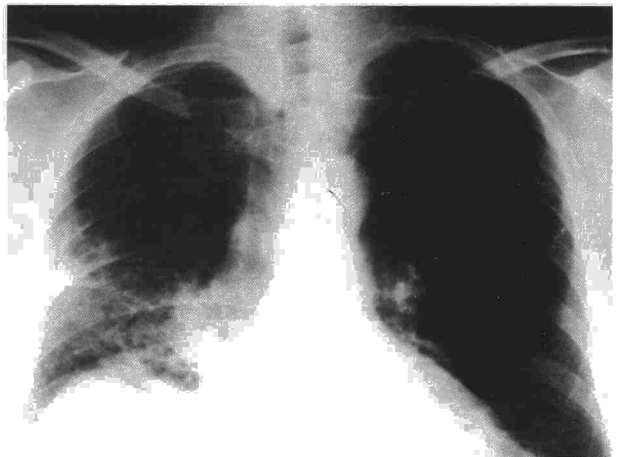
Radiografía posteroanterior de tórax: infiltrado alveolar afectando a lóbulos medio y superior derecho.
